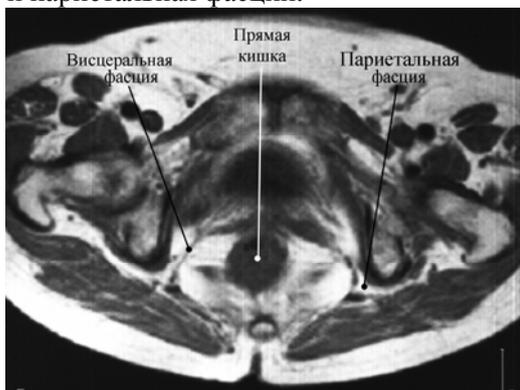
МР – томограмма таза, поперечный срез
